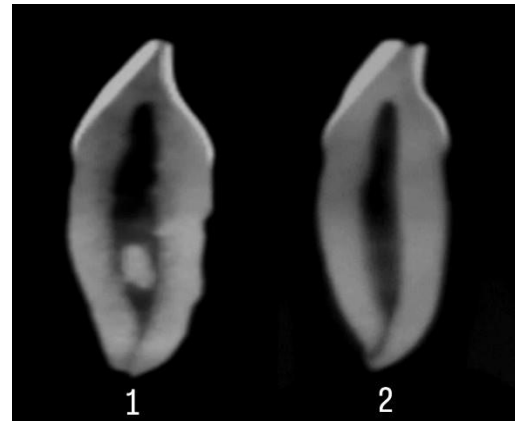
Piezas CBCT (1) Incisivo Central Inferior Tipo III de Vertucci. (2) Incisivo Lateral inferior Tipo I de Vertucci.
